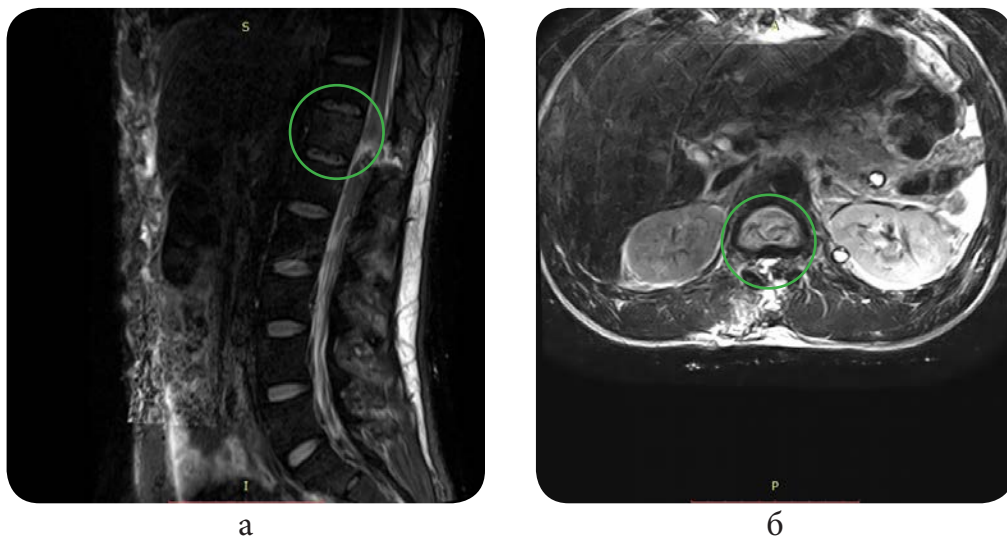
МРТ нижньогрудного та поперекового відділів хребта:
